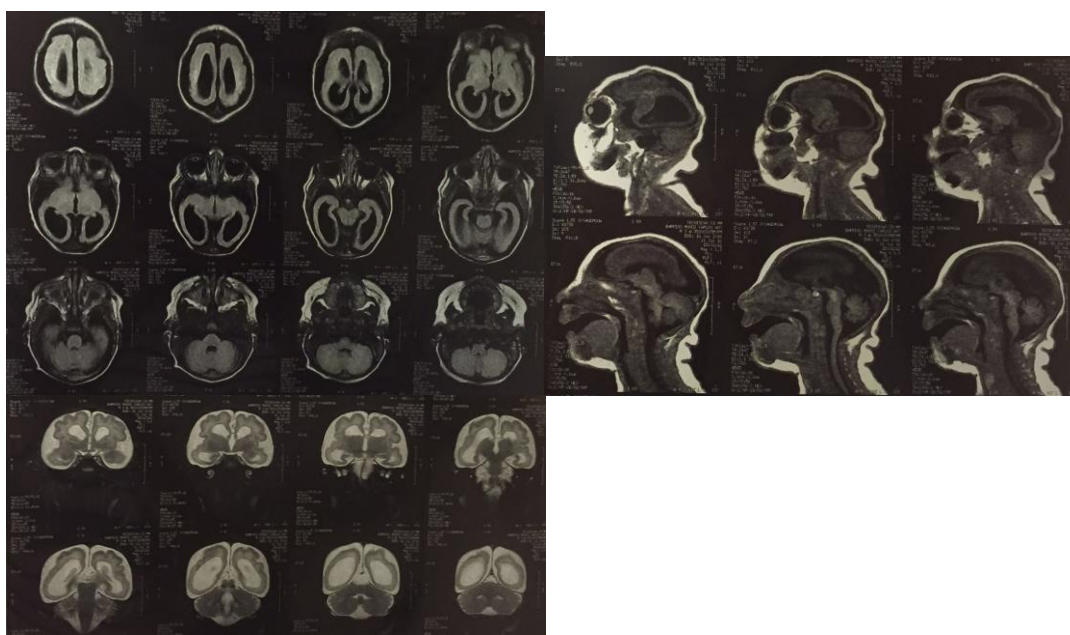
Resonancia Magnética Cerebral del paciente al mes de vida.
